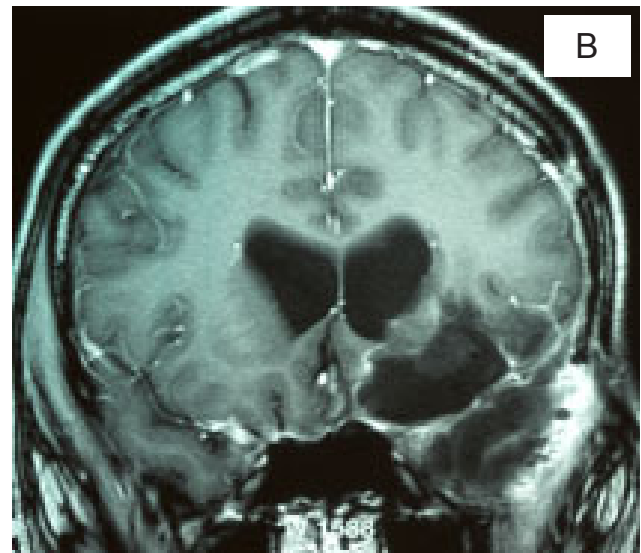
а - КТ с контрастным усилением в аксиальной проекции 5 месяцев после операции б, в - МРТ с контрастным усилением в аксиальной и фронтальной проекциях 5 месяцев после операции.
